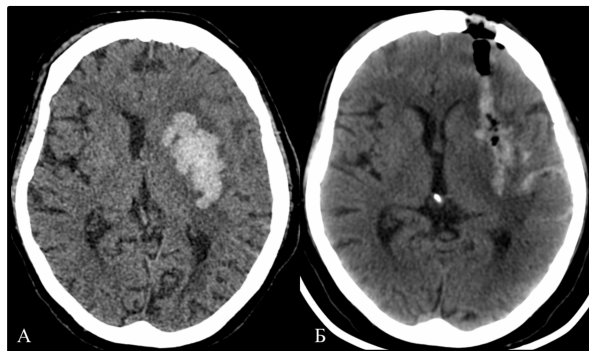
КТ Ах., головного мозга до (А) и после эндоскопического удаления ВМГ
